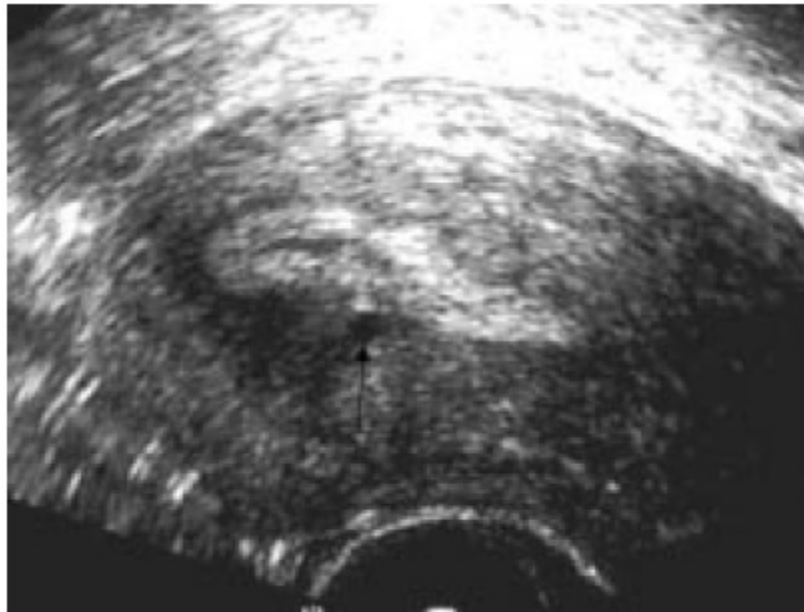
adénomyose en échographie endovaginale avec aspect hétérogène du myomètre et une formation kystique sous endométriale [83]
